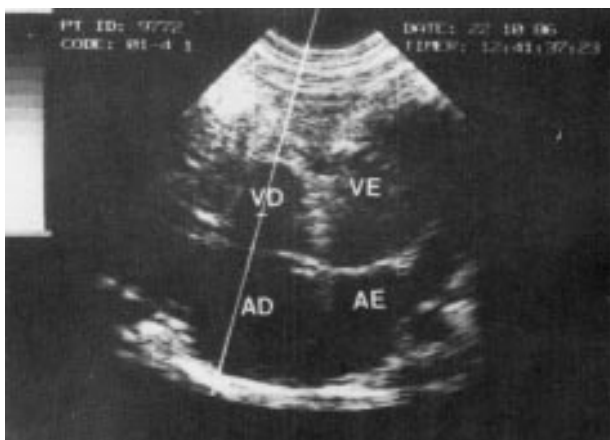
Ecocardiograma bidimensional — pequeno defeito do septo atrial.
